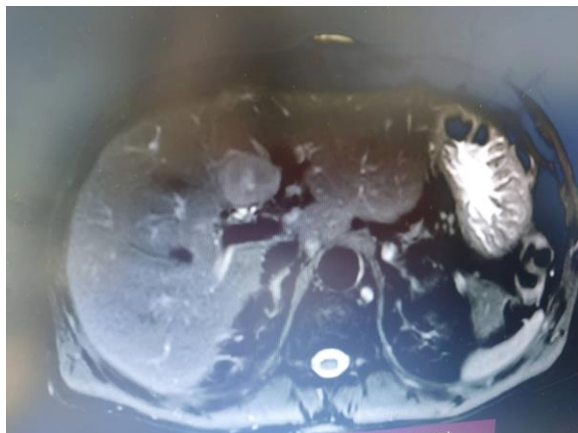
Examen CT abdominal cu substanță de contrast: nodulul de 30/35 mm din segmentul IV b, hepatic cu o structură neomogenă, cu o captare a substanței de contrast în timp arterial, cu pseudocapsulă
